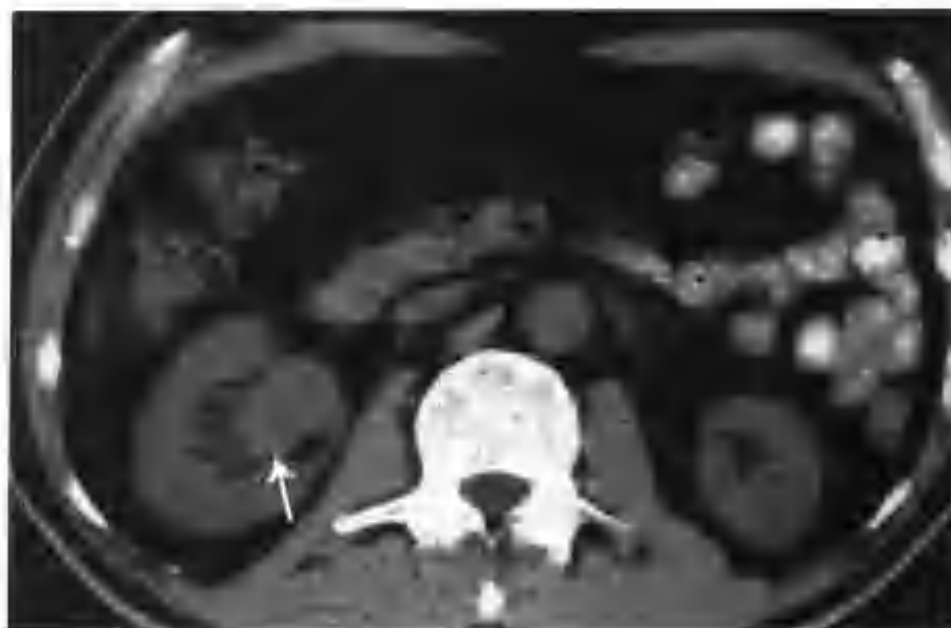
右肾盂移行细胞癌（患者既往有膀胱癌切除术史，CT 发现右肾盂有一个 $2\text{cm} \times 3\text{cm} \times 3\text{cm}$ 的结节影，平扫结节呈均匀等密度，CT 值 35HU （箭头））
